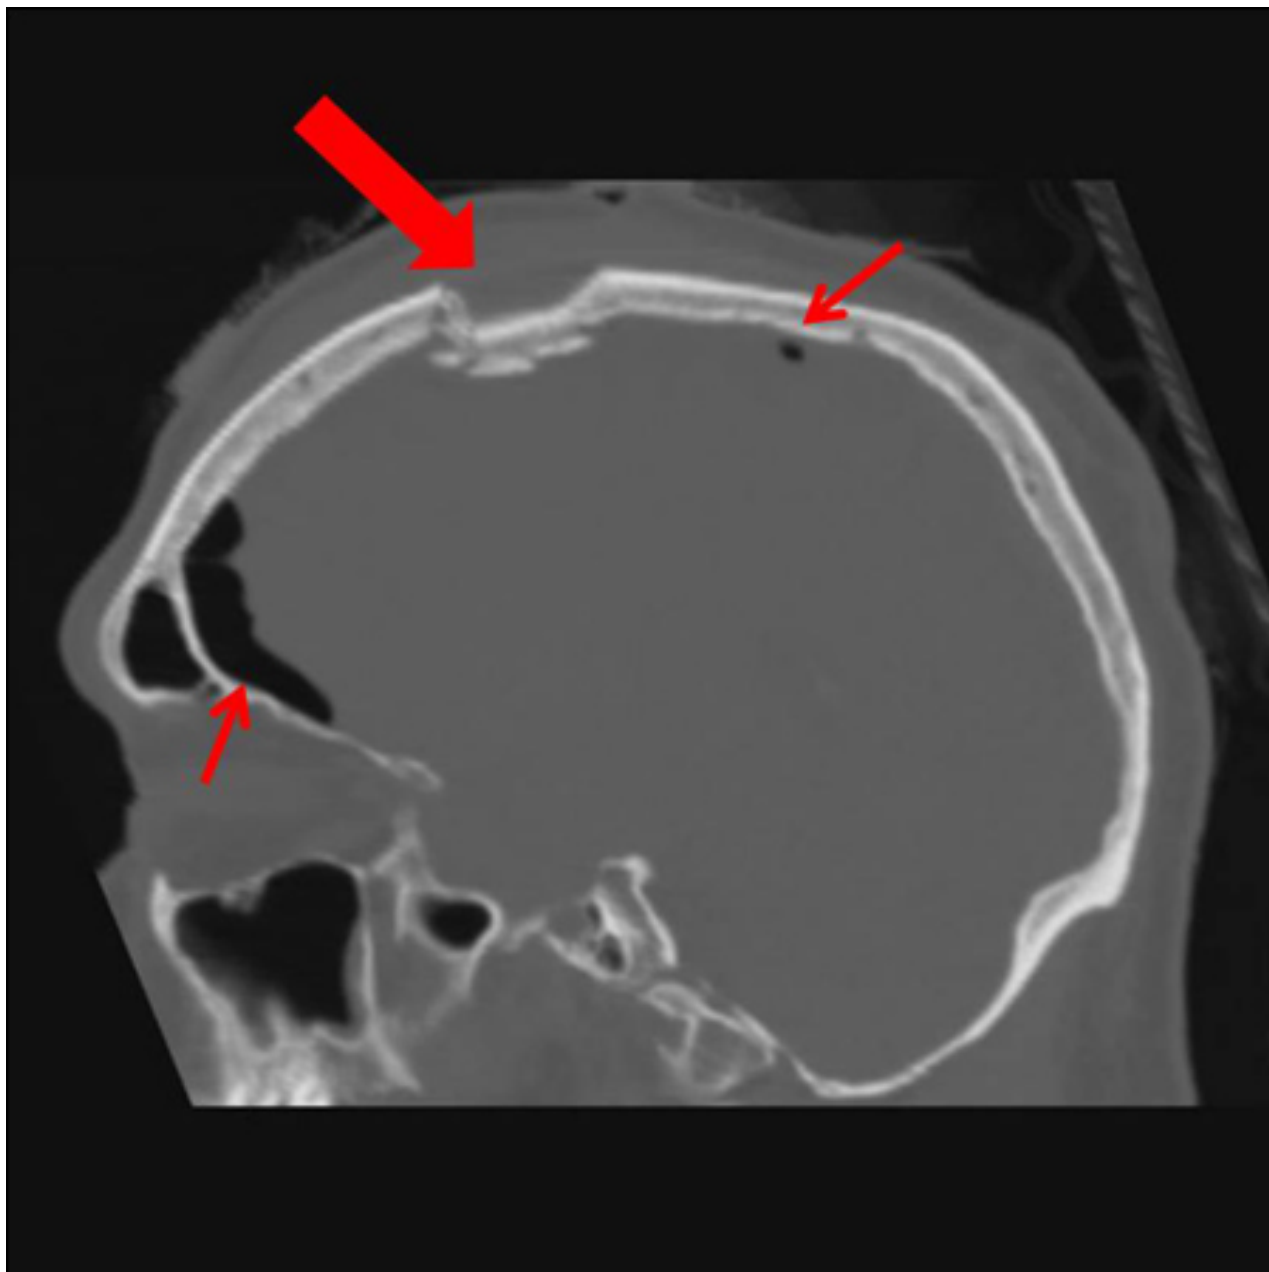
Imagens de tomografia computadorizada (TC) sagital de uma fratura craniana aberta, cominutiva e depressiva. Observe a pneumocefalia associada (setas pequenas). O nível de depressão é maior que a lâmina óssea e há alguns fragmentos de osso impactados abaixo do córtex interno do osso oposto (seta grande). Apesar da ausência de uma lesão cerebral subjacente associada, essa fratura exigiu desbridamento cirúrgico e elevação dos fragmentos ósseos. Ver também a imagem de TC coronal correspondente
